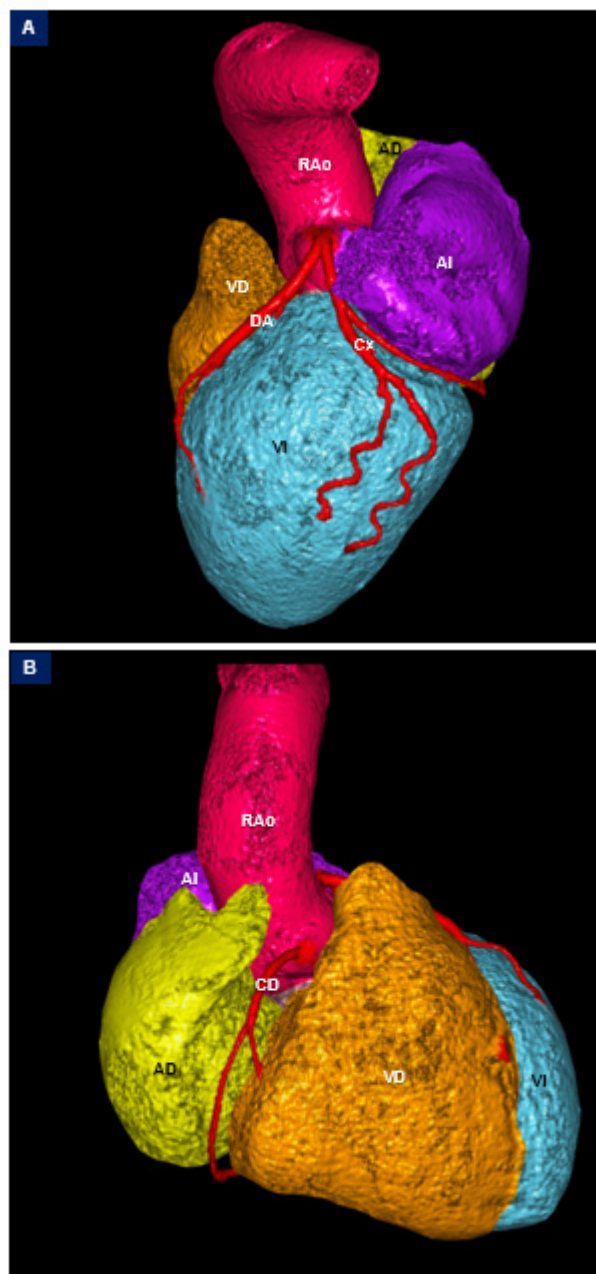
Angiotomografía coronaria, reconstrucciones volumétricas. A: arteria descendente anterior (DA) y circunfleja (Cx). B: arteria coronaria derecha (CD) VI: ventrículo izquierdo, AI: aurícula izquierda, VD: ventrículo derecho, AD: aurícula derecha, RAo: raíz aórtica.
